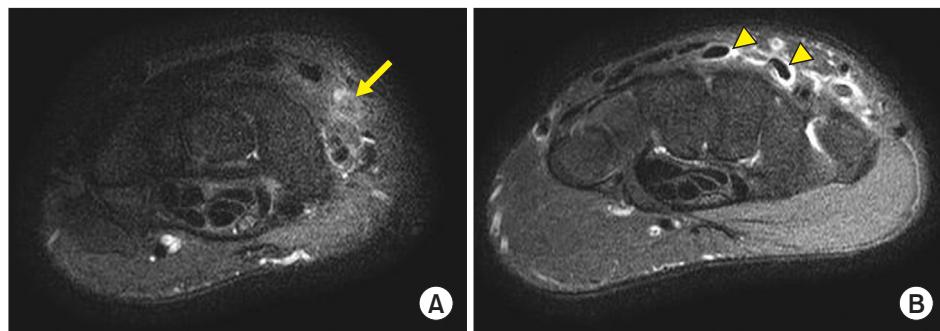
Axial T2 magnetic resonance imaging images. (A) Note absence of the tendon in 3rd extensor compartment around wrist joint (arrow). (B) Note synovial fluid collection in 2nd extensor compartment tendon sheath (arrowheads).
